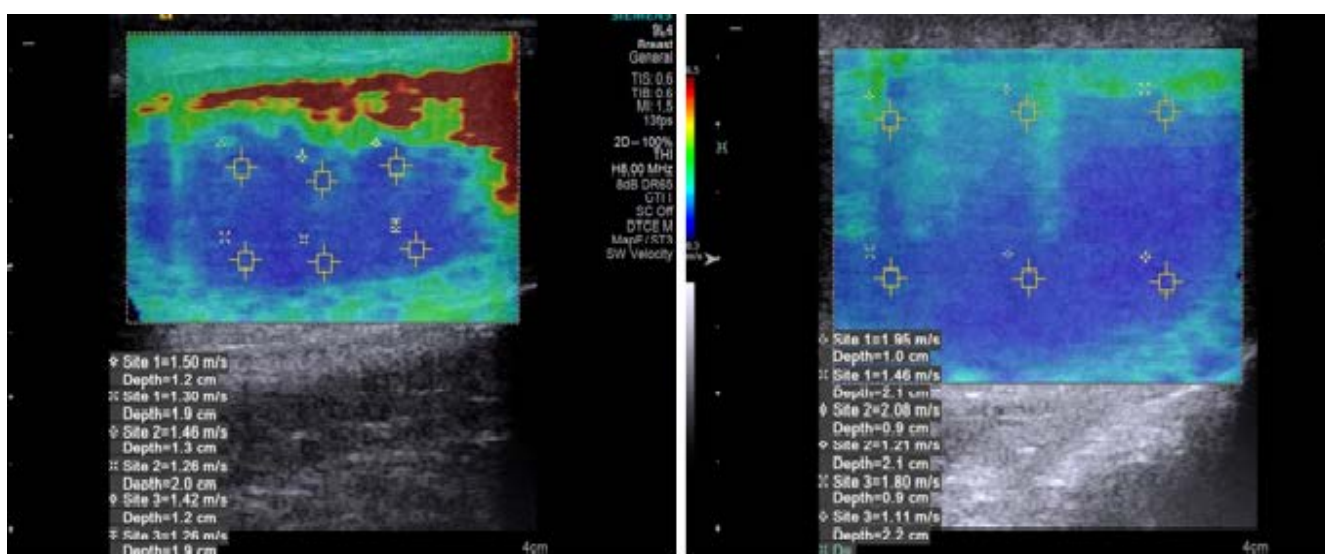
Shear Wave measurements and gray scale ultrasonography images of a 27-year-old patient with oligospermia, which were high at some points.
